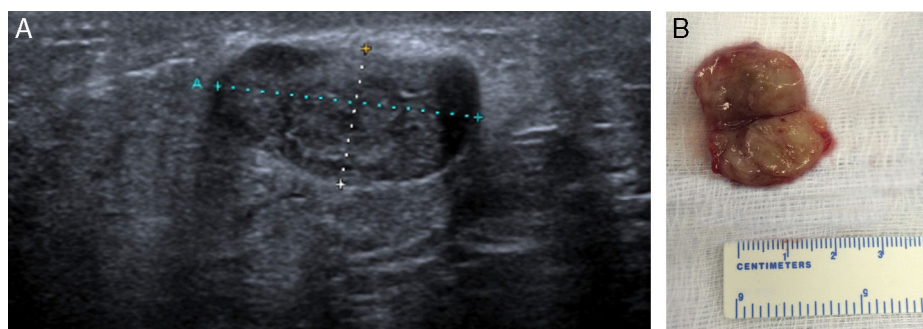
(A) Ecografía. Imagen nodular retroareolar de 23 × 12 × 24 mm. (B) Miofibroblastoma. Nódulo lobulado, bien delimitado.
